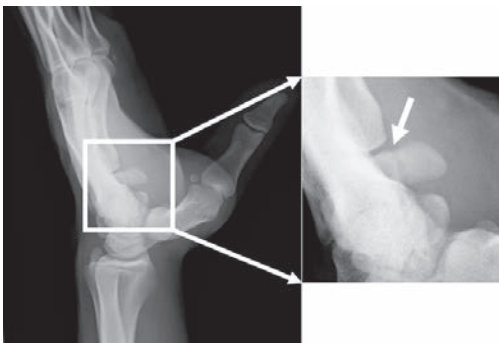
受診時に撮影したPapillonの提唱した単純X線像。左手、第1中手骨と他の中手骨の間に有鉤骨鉤が描出され、骨折を確認した(矢印)。
